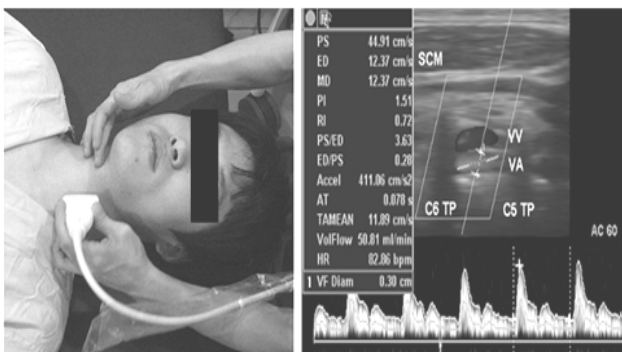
Duplex ultrasound image of vertebral artery
